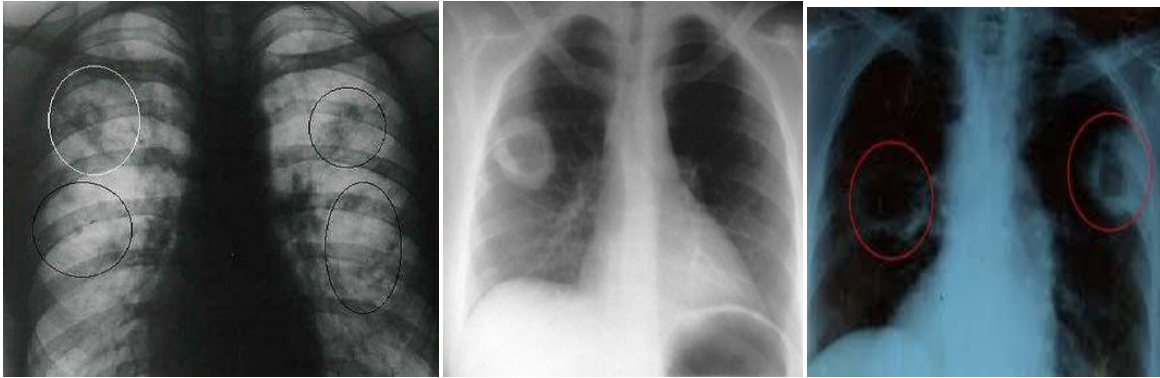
Основной методикой диагностики туберкулеза легких остаётся рентгенография, томография, КТ. На снимках отмечается поражение лёгких туберкулезного генеза кавернозного характера.
